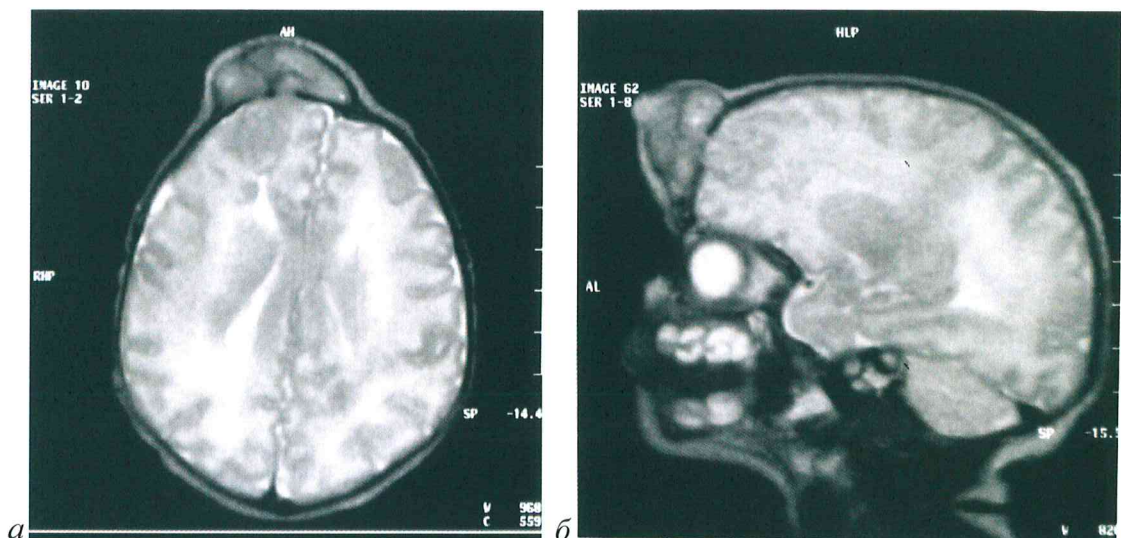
МР-томограммы пациента 3 мес. с межлобной черепно-мозговой грыжей в аксиальной (а) и сагиттальной проекциях (б).
